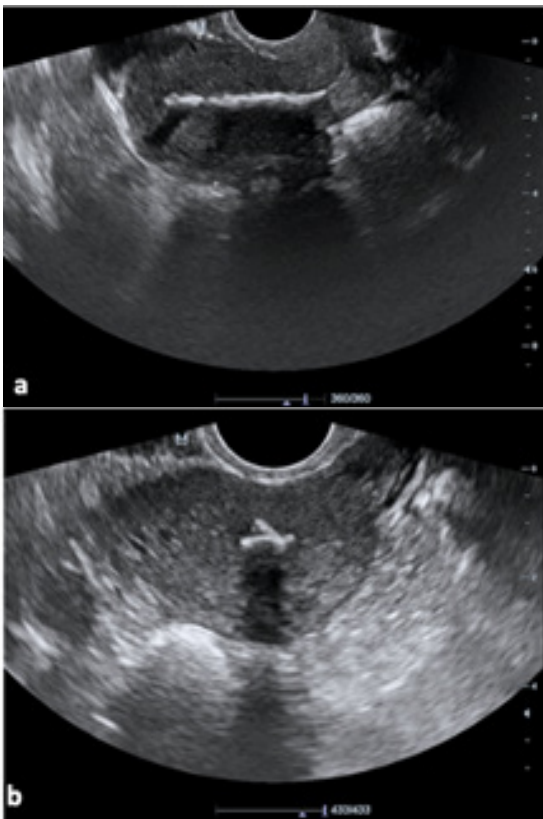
Ecografía en la que se evidencia útero con endometrio hiperecogénico en toda la cavidad que genera sombra posterior, a) Corte longitudinal y b) Corte transversal.
